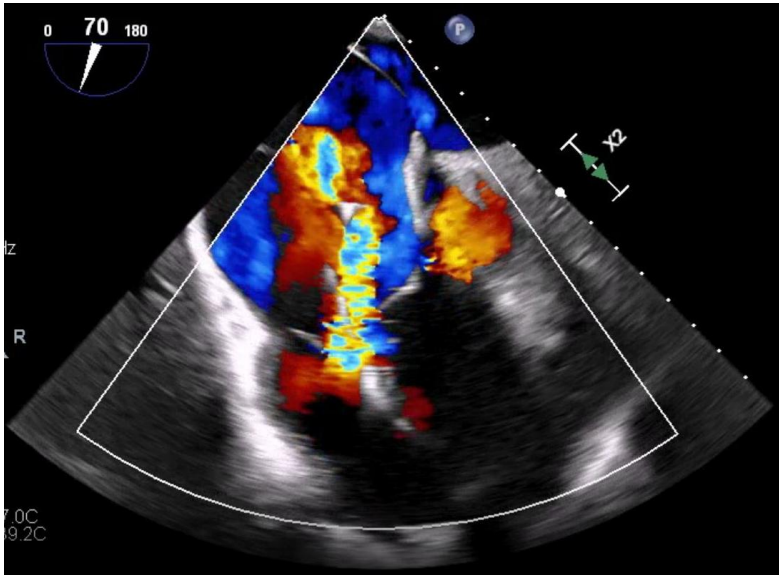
Transösophageale Echokardiographie mit Nachweis einer schweren Trikuspidalinsuffizienz vor Implantation des EVOQUE™-Systems.
